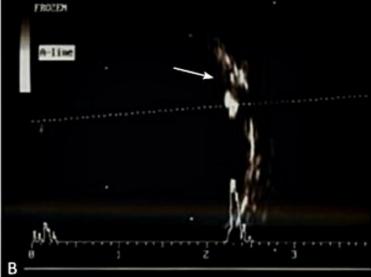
Drusa de papila com calcificação na região do disco óptico evidenciado. (A) Tomografia computadorizada. (B) Ultrassonografia.
